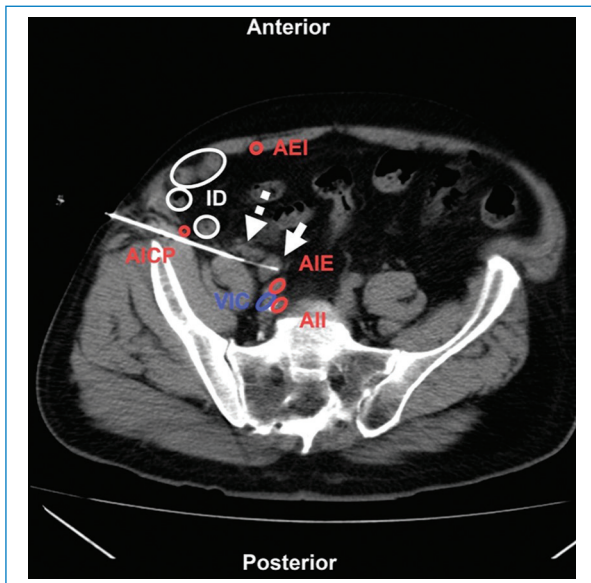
Varón de 75 años con antecedentes de cáncer de vejiga y adenopatía en cadena ilíaca primitiva. BP coaxial transabdominal anterolateral (flecha) bajo TC, reconstrucción multiplanar. Estructuras a evitar: AICP: arteria ilíaca circunfleja profunda; AEI: arteria epigástrica inferior; AIE: arteria ilíaca externa; AI: arteria ilíaca interna; VIC: vena ilíaca común; ID: intestino delgado. Nótese el pequeño hematoma anterolateral a la adenopatía (flecha discontinua). Aguja utilizada: PL 18 G con Supercore 20 G (sistema semiautomático). Diagnóstico final: adenopatía reactiva.
